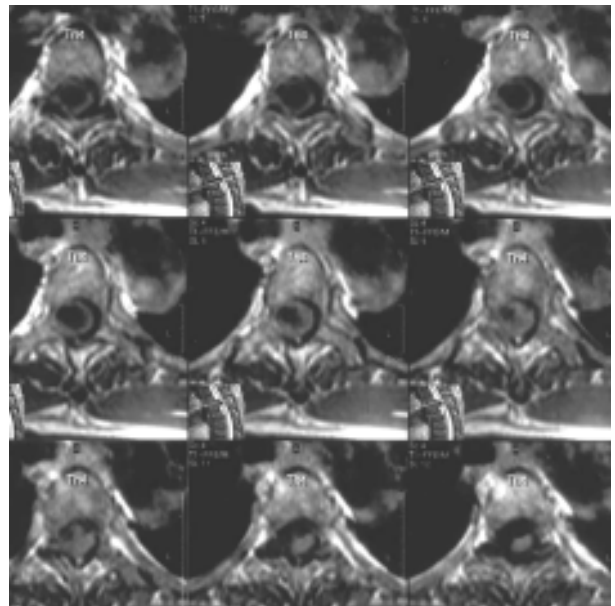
Аксиальные МРТ грудного отдела позвоночника: на уровне T_{III} - T_{IV} позвонков определяется менингиома вентролатеральной локализации. Больной О., возраст — 67 лет
